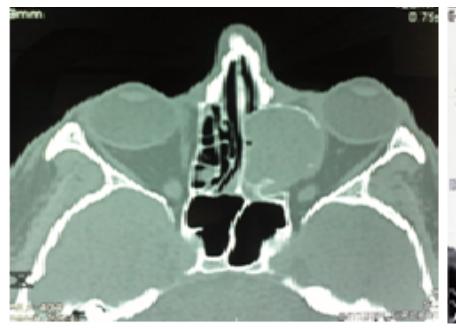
Cerebro-orbital CT scan: expansile unilocular homogeneous process of fluid density in the left anterior and posterior ethmoidal cells measuring 37×22×17 mm. It compresses the eyeball and the internal oculomotor muscle inducing a grade I exophthalmos
